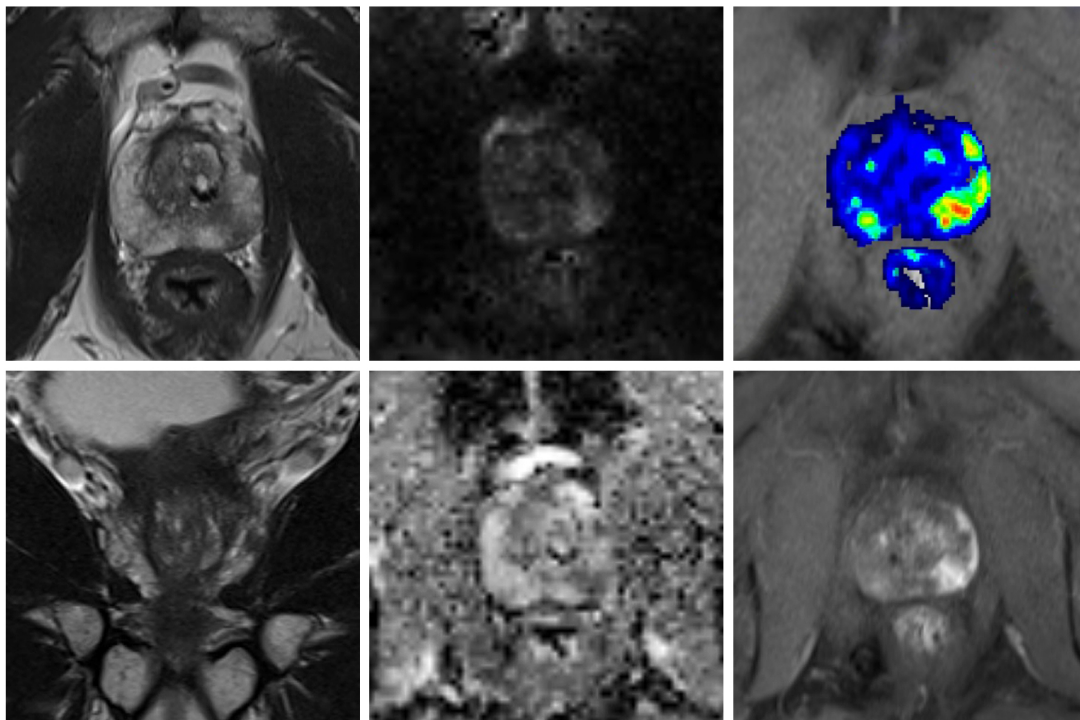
Beispielhaftes MRT für Subgruppe 1 [64]; eindeutige PI-RADS-4-Läsion links-mittig in der peripheren Zone mit T2WI-hypointensem Signal, fokaler Diffusionsrestriktion in der ADC und Hyperperfusion in der DCE.
